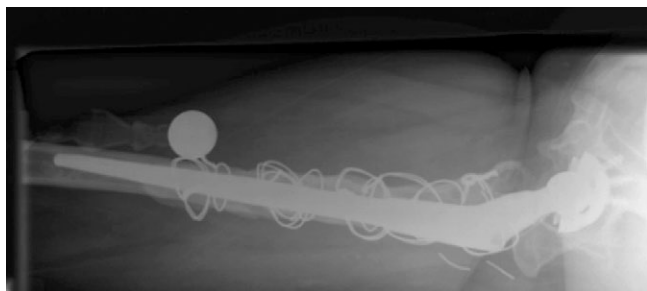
Тот же пациент — рентгенограмма правого бедра в боковой проекции
